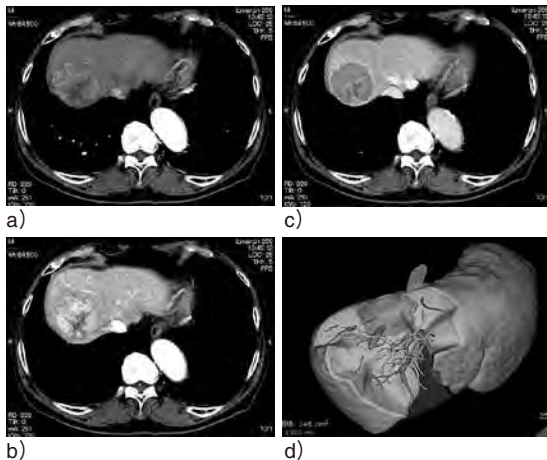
MD-CTより作成した前区域切除の術前シミュレーション
